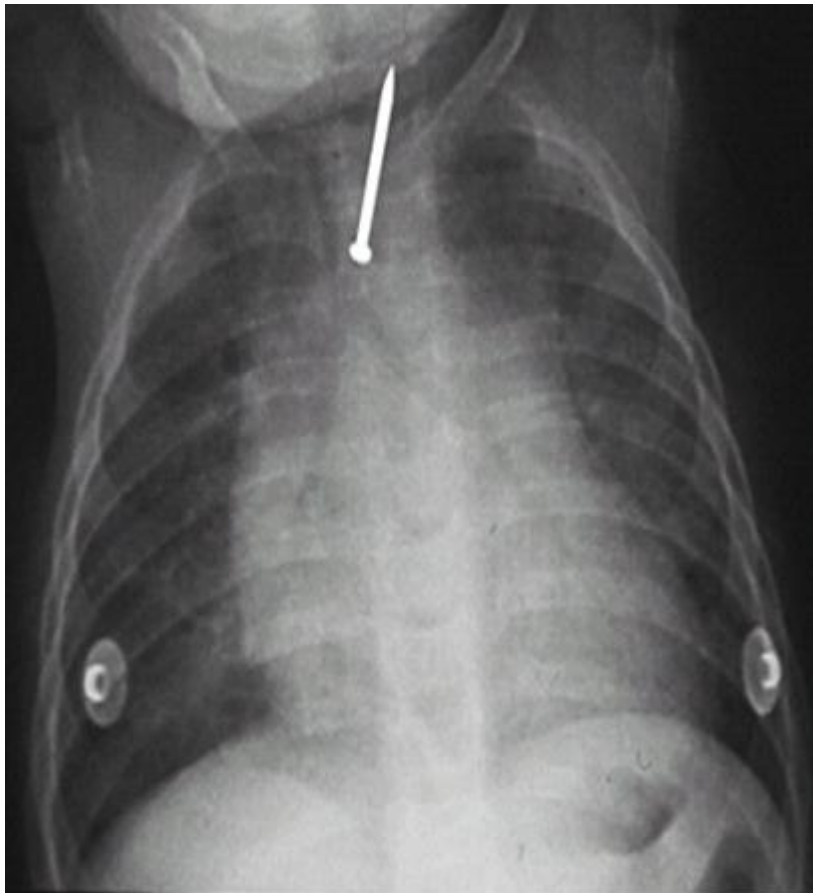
Radiographie de thorax objectivant un corps étranger (CE) traumatisant (clou) situé dans le 1/3 supérieur de l'œsophage.
